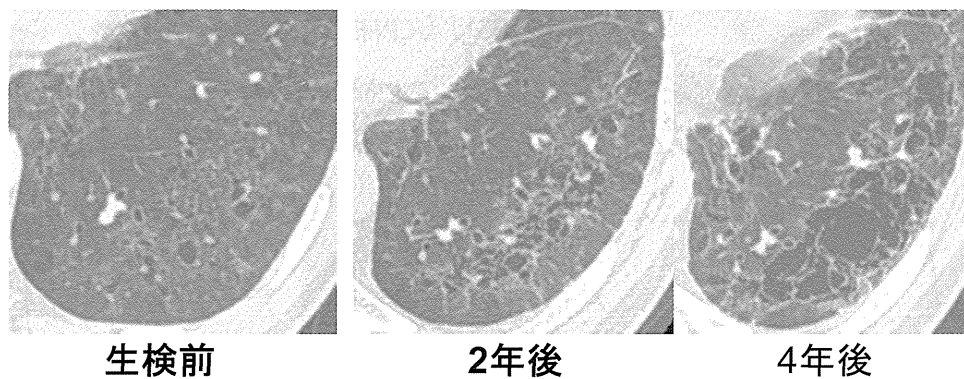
分類不能型の気腫合併肺線維症HR-CT画像(左下葉)の推移
